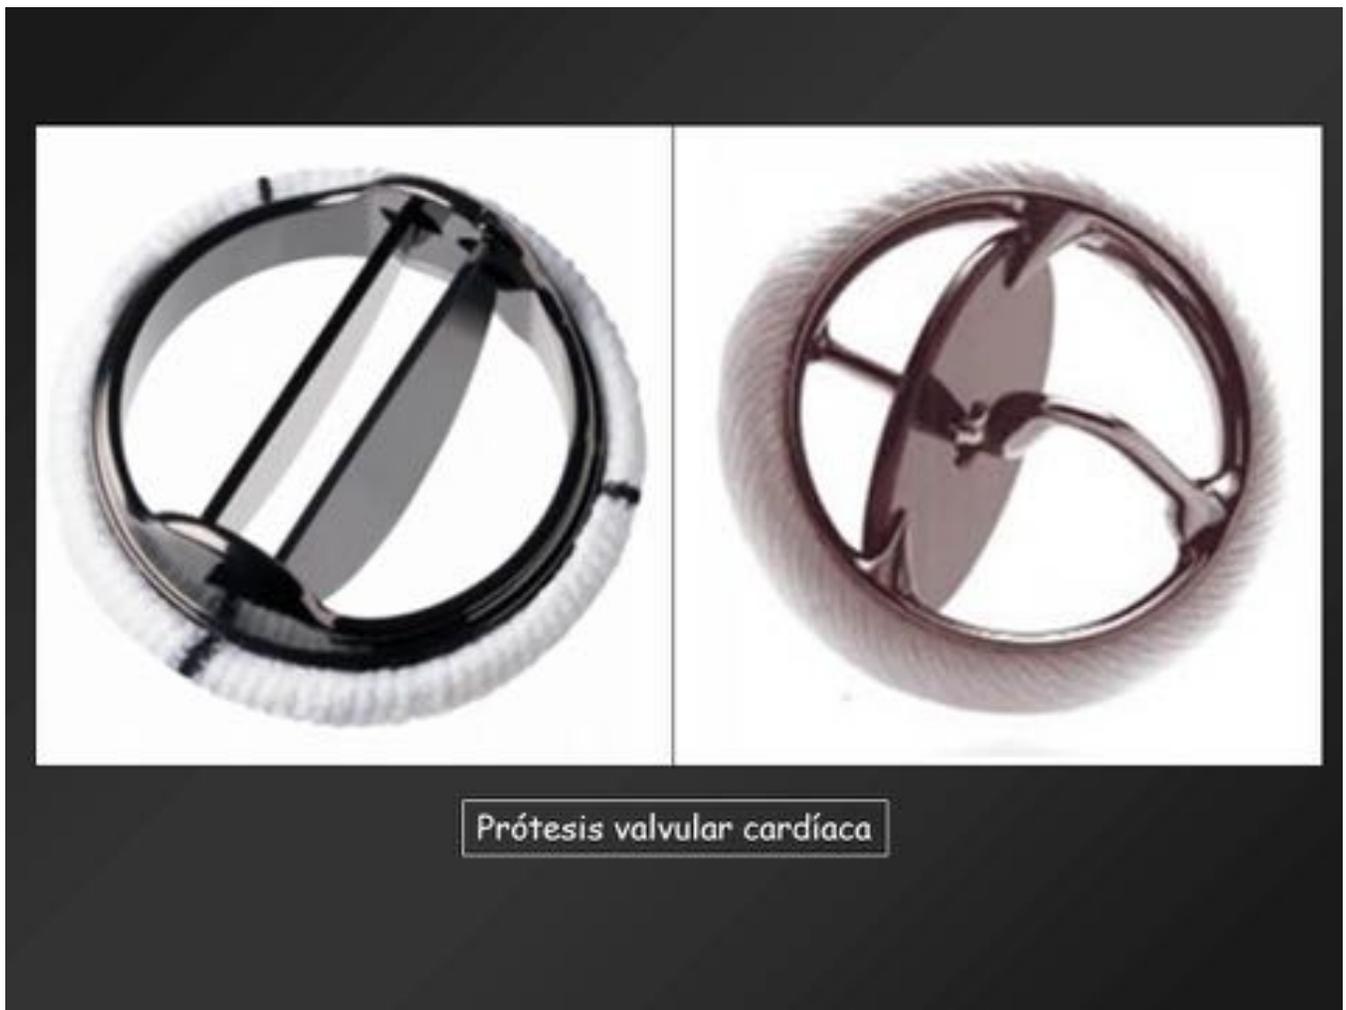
Prótesis valvulares cardíacas metálicas bivalva y monodisco (dispositivos RM compatibles)
